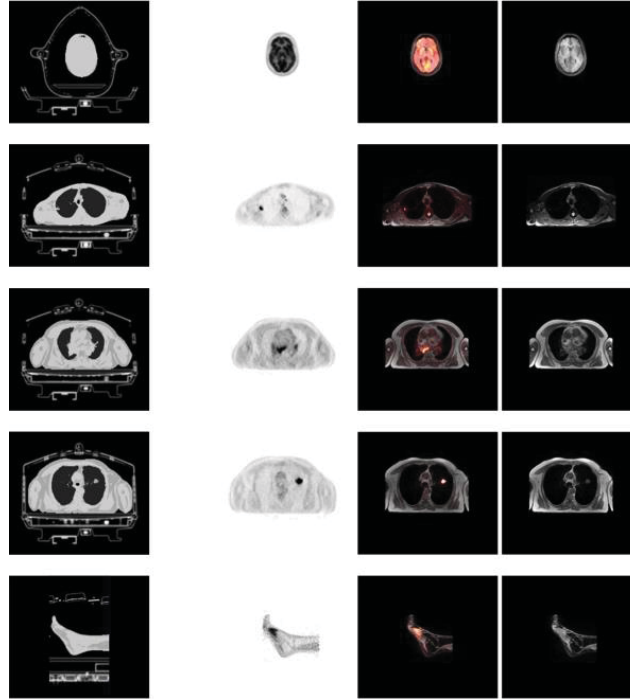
Evaluation of RT equipment and associated hardware component attenuation in a patient setting. Images on the left provide the full μ -maps for attenuation correction including the MR-based μ -map of the patient tissue and the CT-based hardware component μ -map of the RT devices and the PET/MR system patient table. The next columns show PET, PET/MR and MR images of patients 1–5 that were acquired using the RT equipment. From top to bottom: head acquisition (patient 1), active body lesions of patients 2–4, and feet acquisition (patient 5), revealing multifocal tracer uptake.
